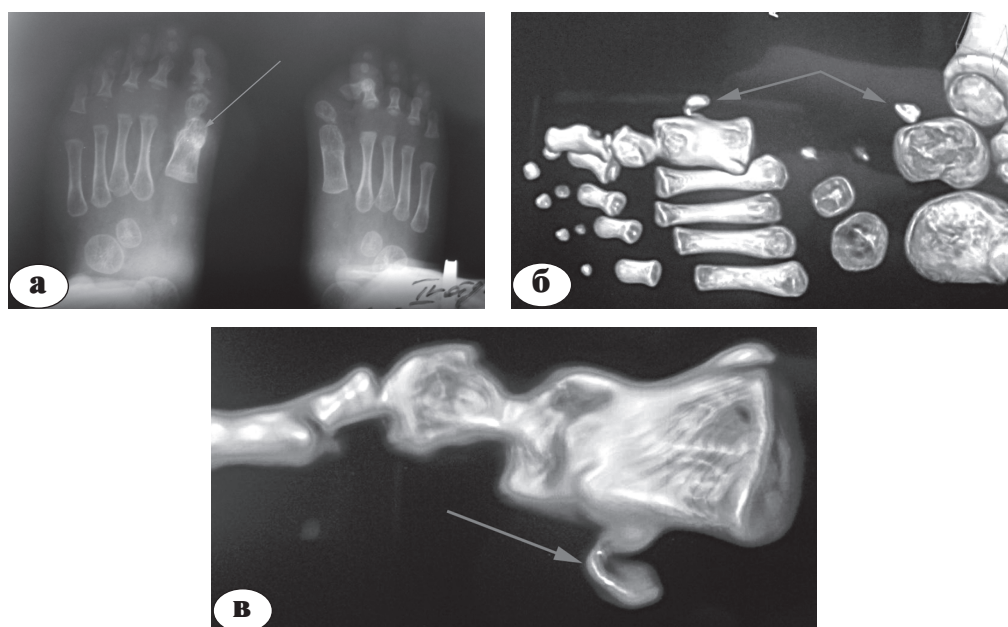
Рентгенограммы и СКТ пациента Б., 1 год 2 мес.: а — рентгенограмма стоп; б, в — СКТ левой стопы: оссификат по передней поверхности плюсневой кости, в области ранее проведенной остеотомии и оссификат в области шейки таранной кости (отмечены стрелками)
